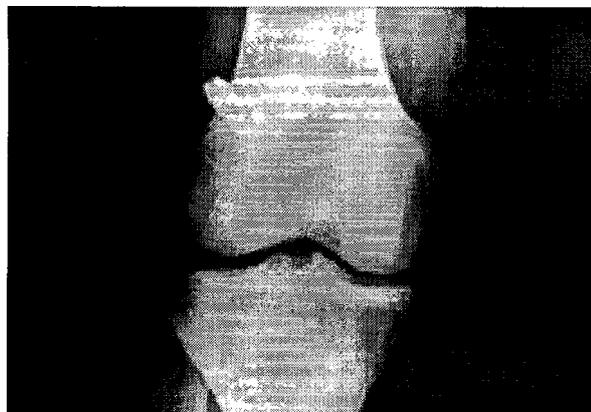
The radiograph showed the complication, the LA screw over-penetration through the lateral femoral cortex.
